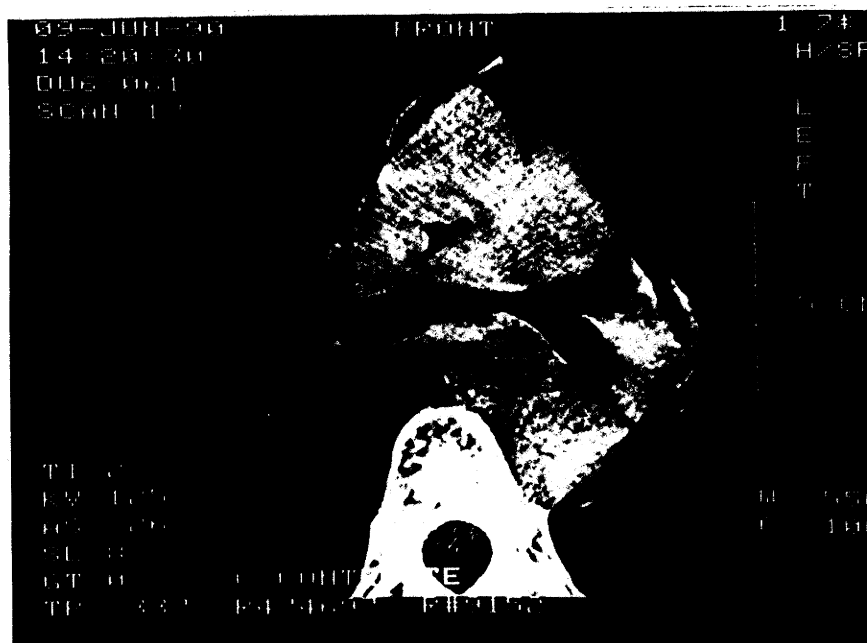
TAC magnificada de paciente com CEE, que faz parte da casuística em estudo. Observa-se a visualização dos limites entre brônquios, esôfago e neoplasia
